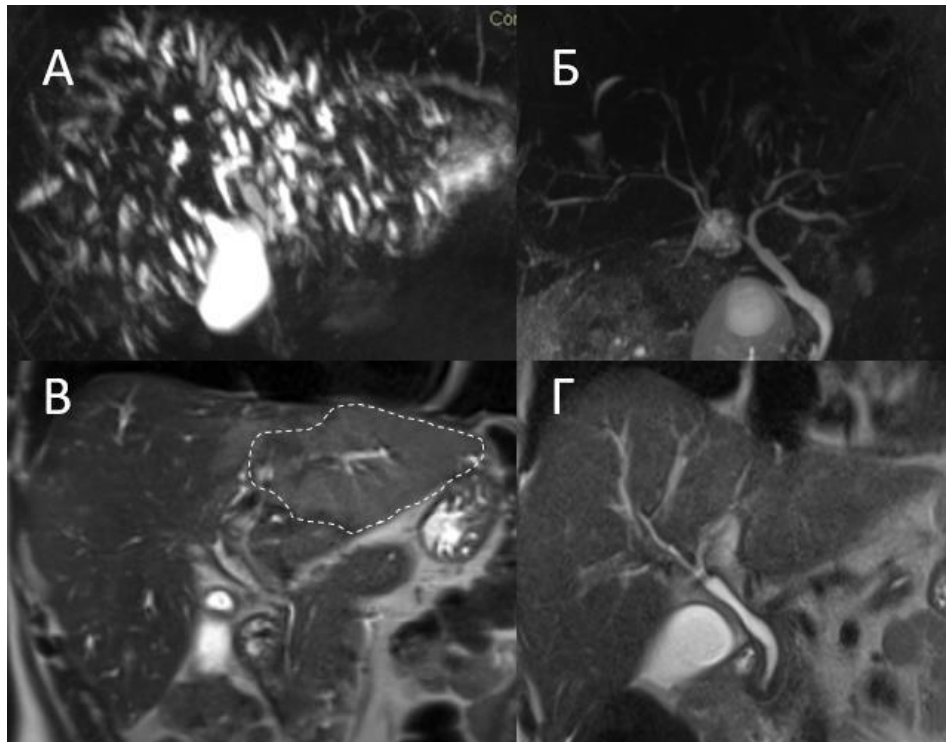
МРХПГ (А, Б), исчезновение четкообразной деформации желчных протоков; МРТ (В, Г), сегментарный стеатоз значительно уменьшился
